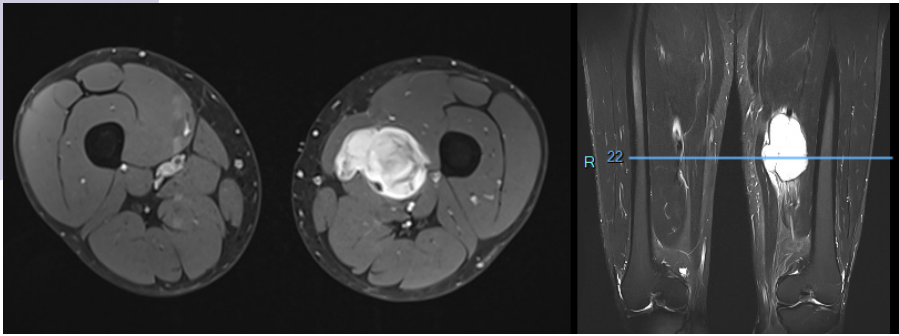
images d'une IRM des deux cuisses d'un patient qui présente un sarcome de la cuisse gauche, dans les tissus profonds (coupes horizontales à gauche et verticales à droite).
